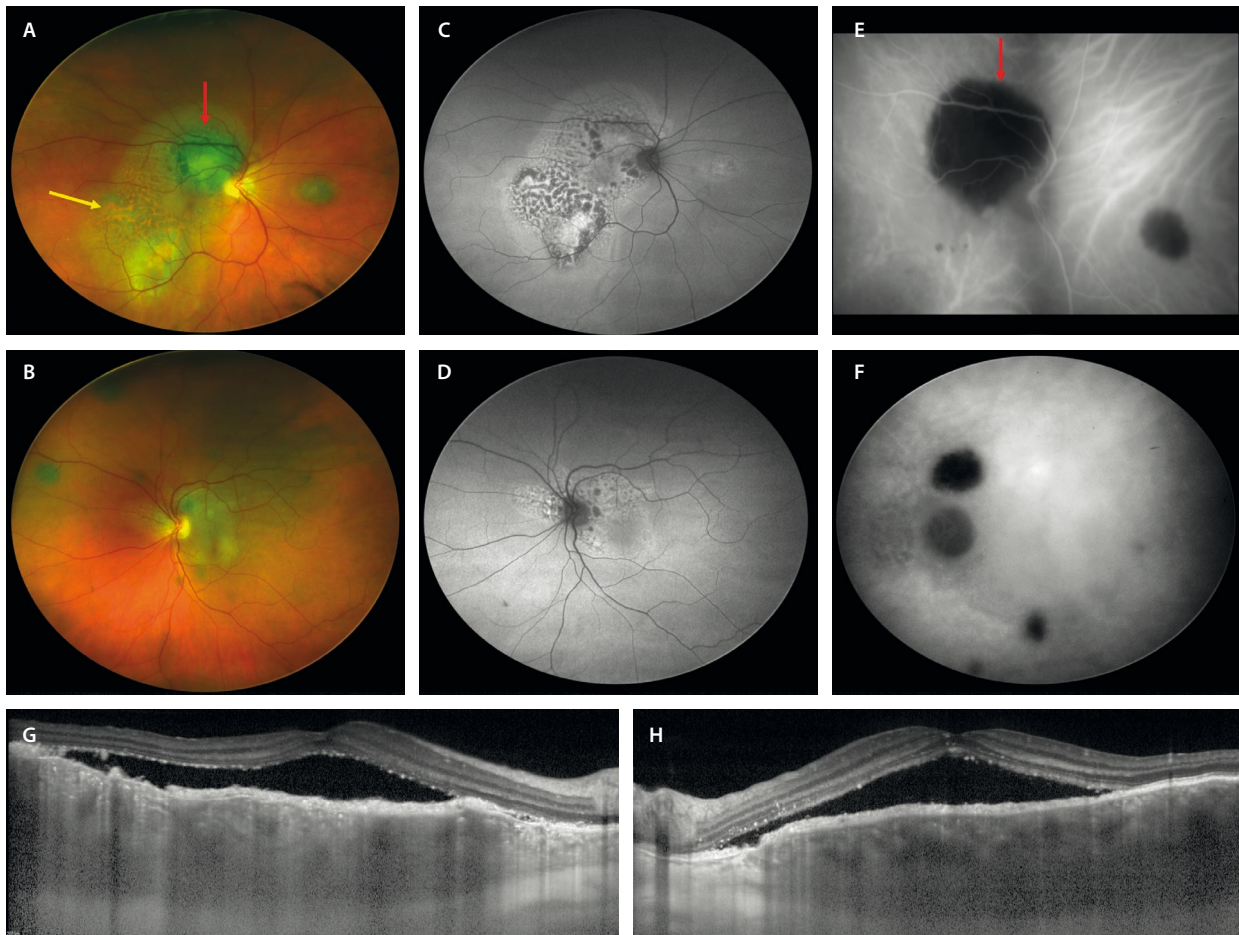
Proliferación melanocítica uveal difusa bilateral. Mujer de 59 años con pérdida de visión y fotsias en ambos ojos. Antecedentes de cáncer de ovario. A y B) Retinografía de campo ultraamplio con lesiones amarillentas en el polo posterior y múltiples lesiones uveales pigmentadas (flecha roja). En el ojo derecho (A) se aprecia pigmento naranja (flecha amarilla). C y D) Autofluorescencia con patrón moteado. E y F) Angiografía con verde de indocianina que demuestra la presencia de tumores melanocíticos uveales (flecha roja, E). G y H) Tomografía de coherencia óptica con engrosamiento coroideo, con un aspecto infiltrativo hiporreflectivo homogéneo, granulación del epitelio pigmentario de la retina y fluido subretiniano en ambos ojos.
